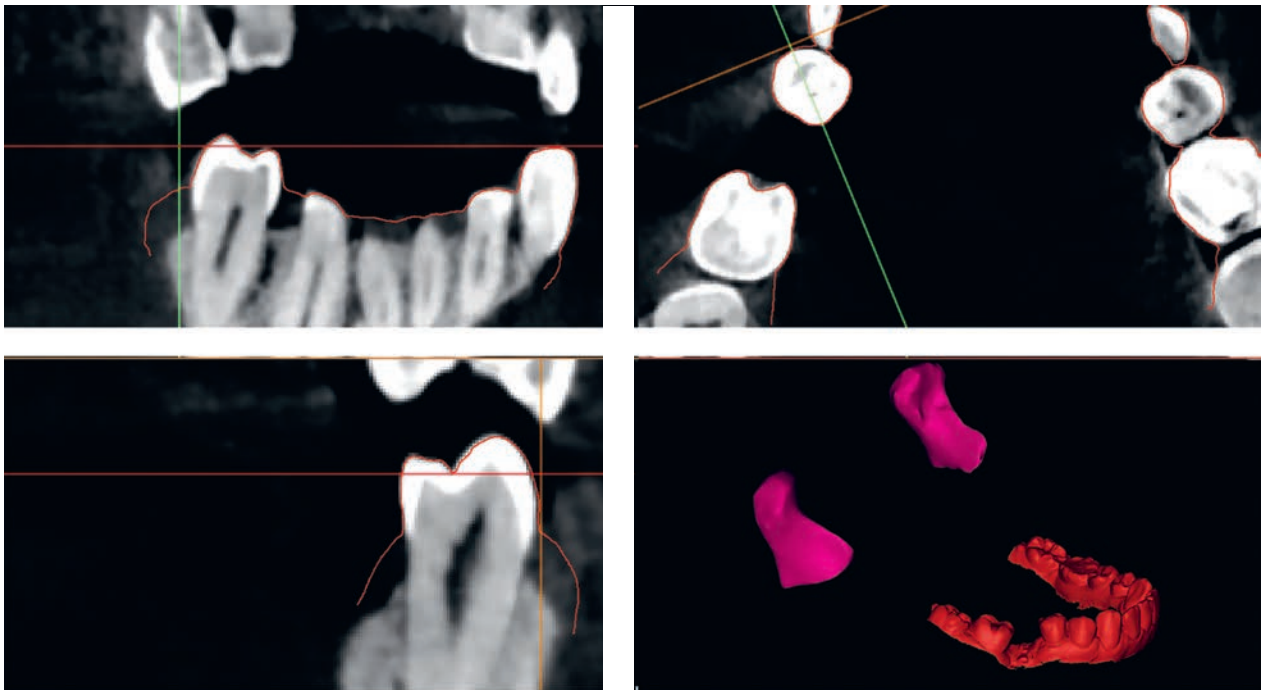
Оценка позиционирования трехмерных моделей на срезах КТ-исследования сравнением совпадения контуров
